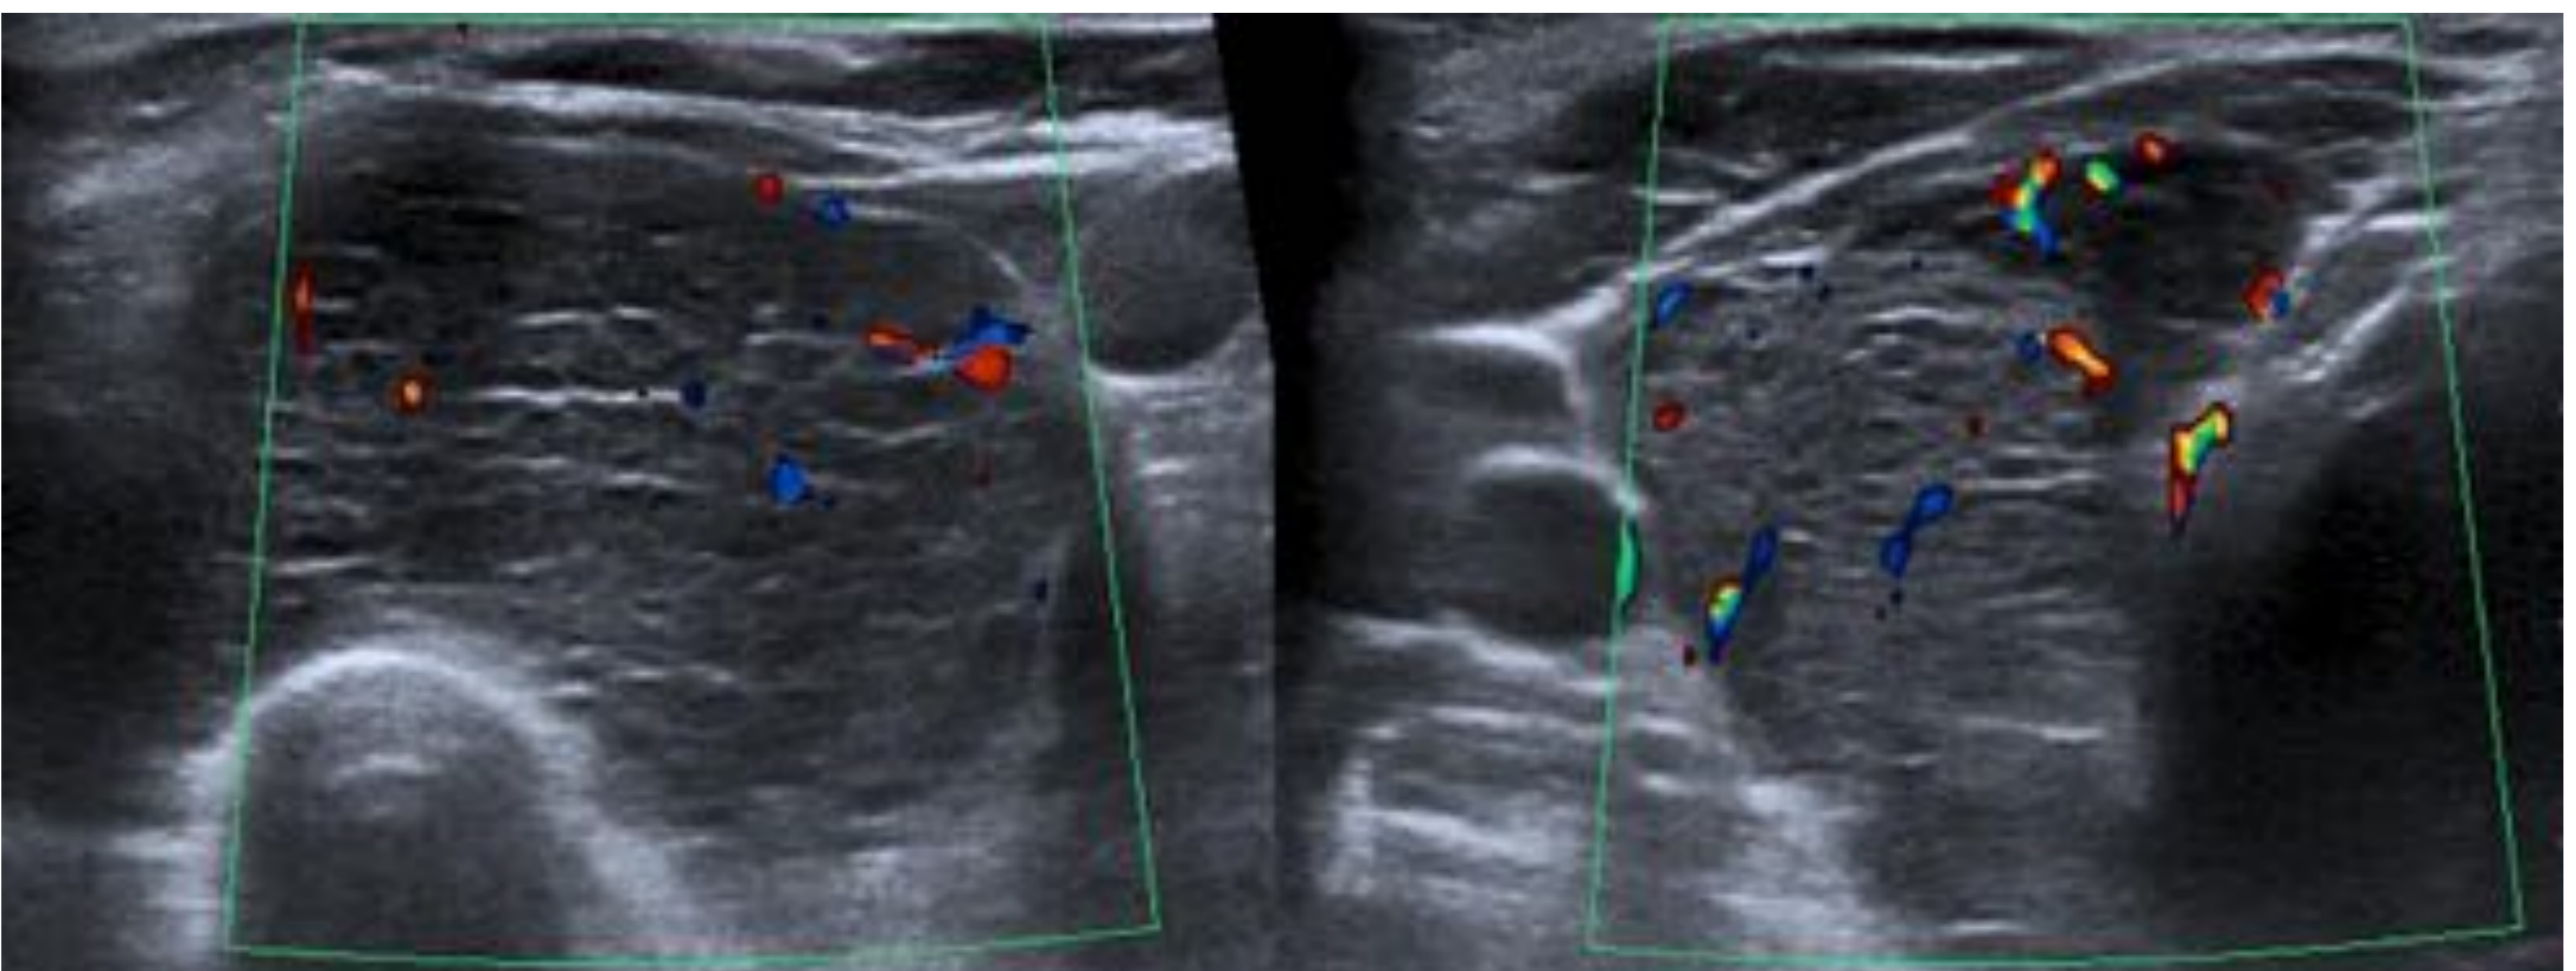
Tiroiditis de Hashimoto. Doppler color donde observamos una glándula tiroides de ecoestructura heterogénea de forma difusa, con múltiples micronódulos hipocogénicos rodeados por bandas lineales hiperecogénicas y con una vascularización normal.
